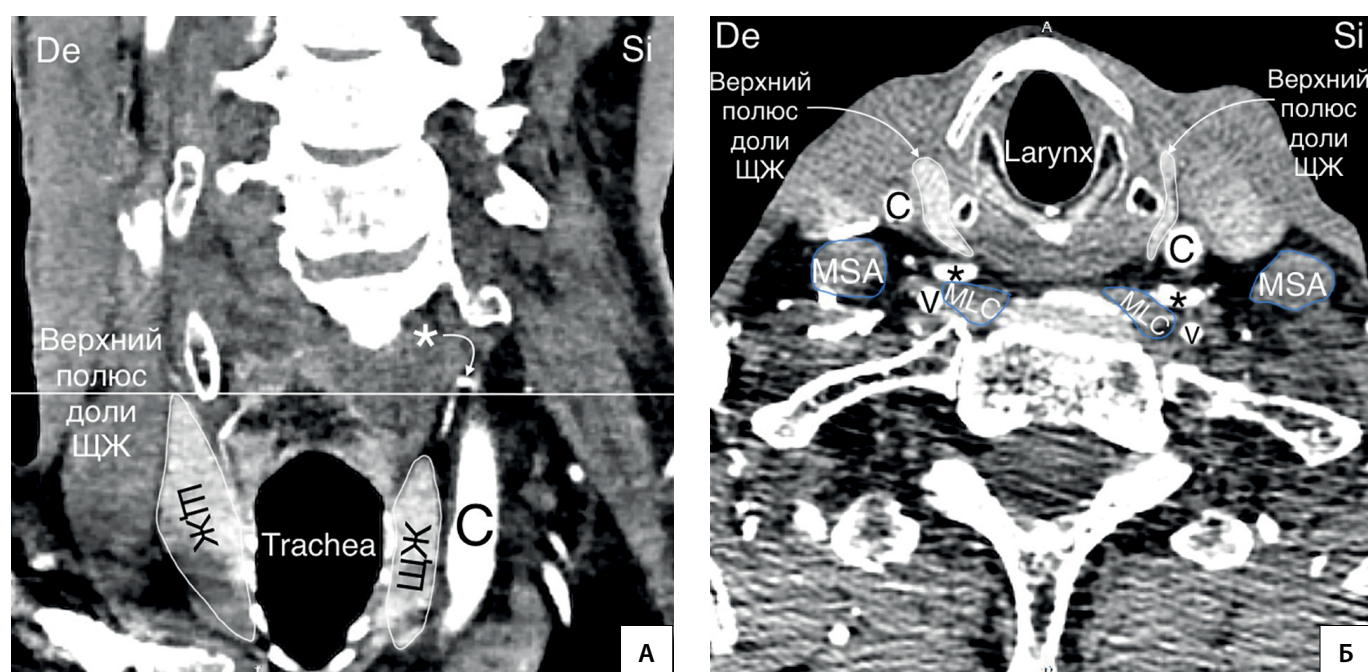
Колени НЩА располагаются на уровне верхнего полюса доли ЩЖ. А — КТ-ангиограмма (фронтальный срез); Б — КТ-ангиограмма (горизонтальная плоскость); * — колени НЩА. С — a. carotis communis; V — a. vertebralis; MSA — musculus scalenus anterior; MLC — musculus longus colli; De — dextra; Si — sinistra.
